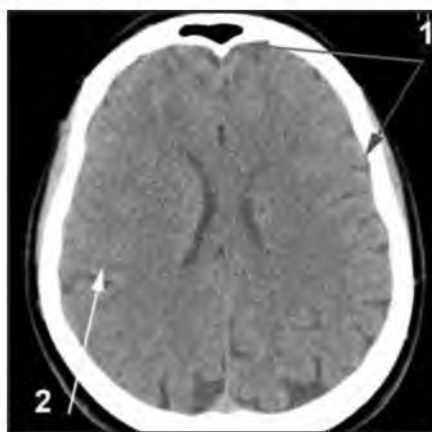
Тот же пациент X. КТ головного мозга через 6 лет после проведения эндовакулярного лечения:
